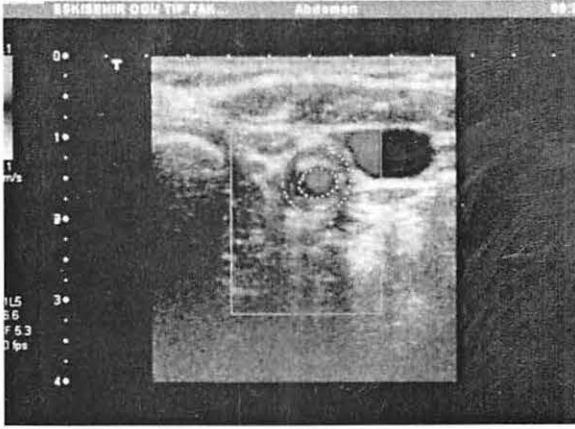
Karotid bulbu içeren sagittal ultrasonografi kesiti. IKA proksimaline uzanım gösteren, %50'nin üzerinde darlık oluşturan, intimal fibröz doku replasmanı ile uyumlu ekojen yüzey gösteren hipoeoik plak dikkati çekiyor.
